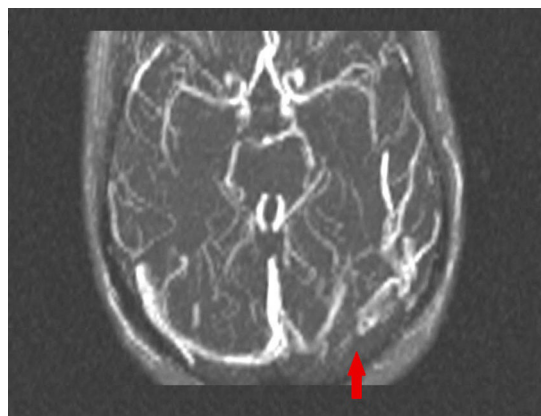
Angio-RM venosa 2D-TOF transversal; trombosis venosa en el seno transversal izquierdo con ligera prolongación al seno sigmoide izquierdo.
